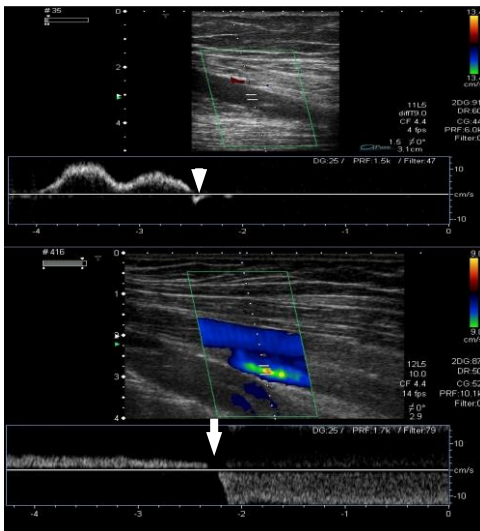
Cayado safenofemoral competente, Doppler triplex. Doppler color y pulsado en reposo y con maniobra de Valsalva (flecha). Muestra vena femoral superficial con válvulas competentes.
